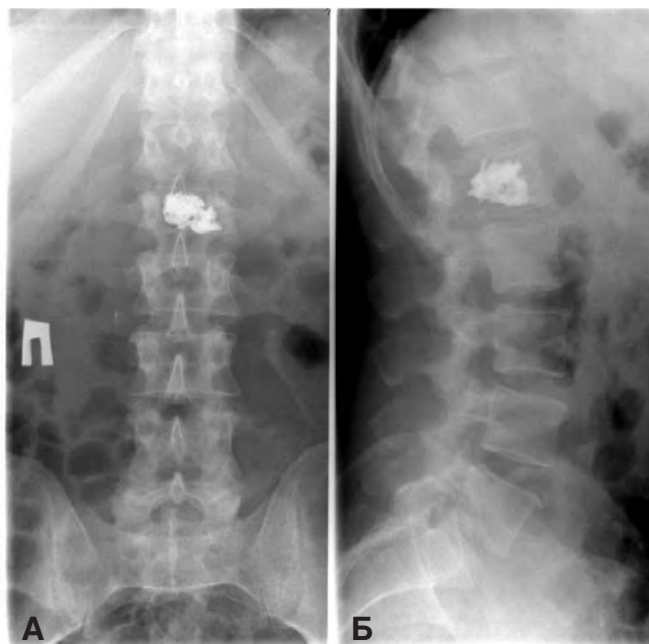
Рентгенограмма больного после проведения чрескожной вертебропластики позвонка L₁:
